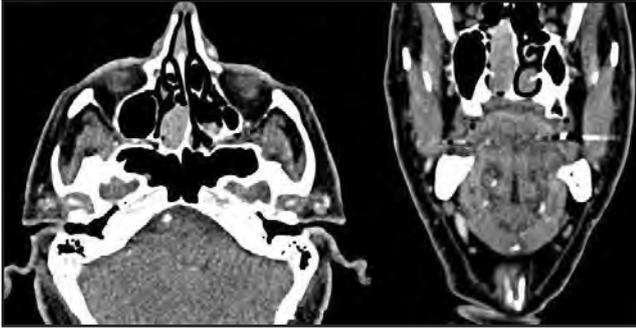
Izquierda: TC en proyección axial, se observa la lesión ocupando el etmoides posterior derecho. Derecha: TC en proyección coronal, se observa como la lesión invade la parte posterior de la fosa nasal derecha.
